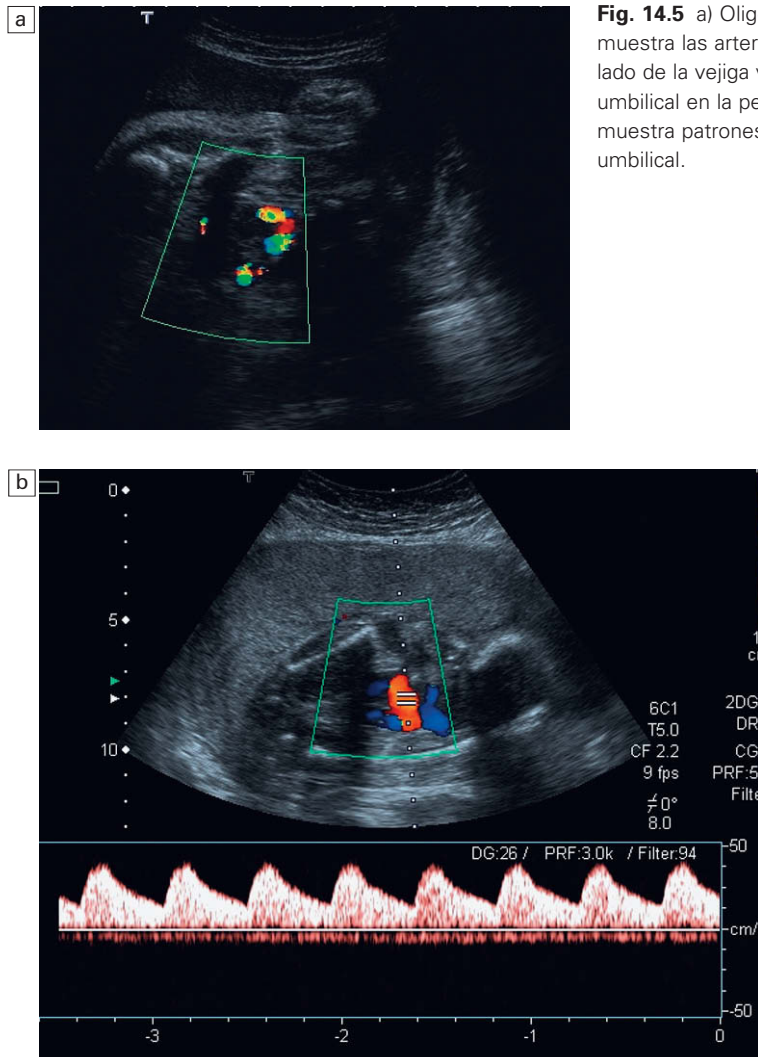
a) Oligoamnios relativo. Doppler color que muestra las arterias umbilicales en la pelvis a cada lado de la vejiga vacía. b) El muestreo de la arteria umbilical en la pelvis en el oligoamnios relativo muestra patrones normales de flujo en la arteria umbilical.
